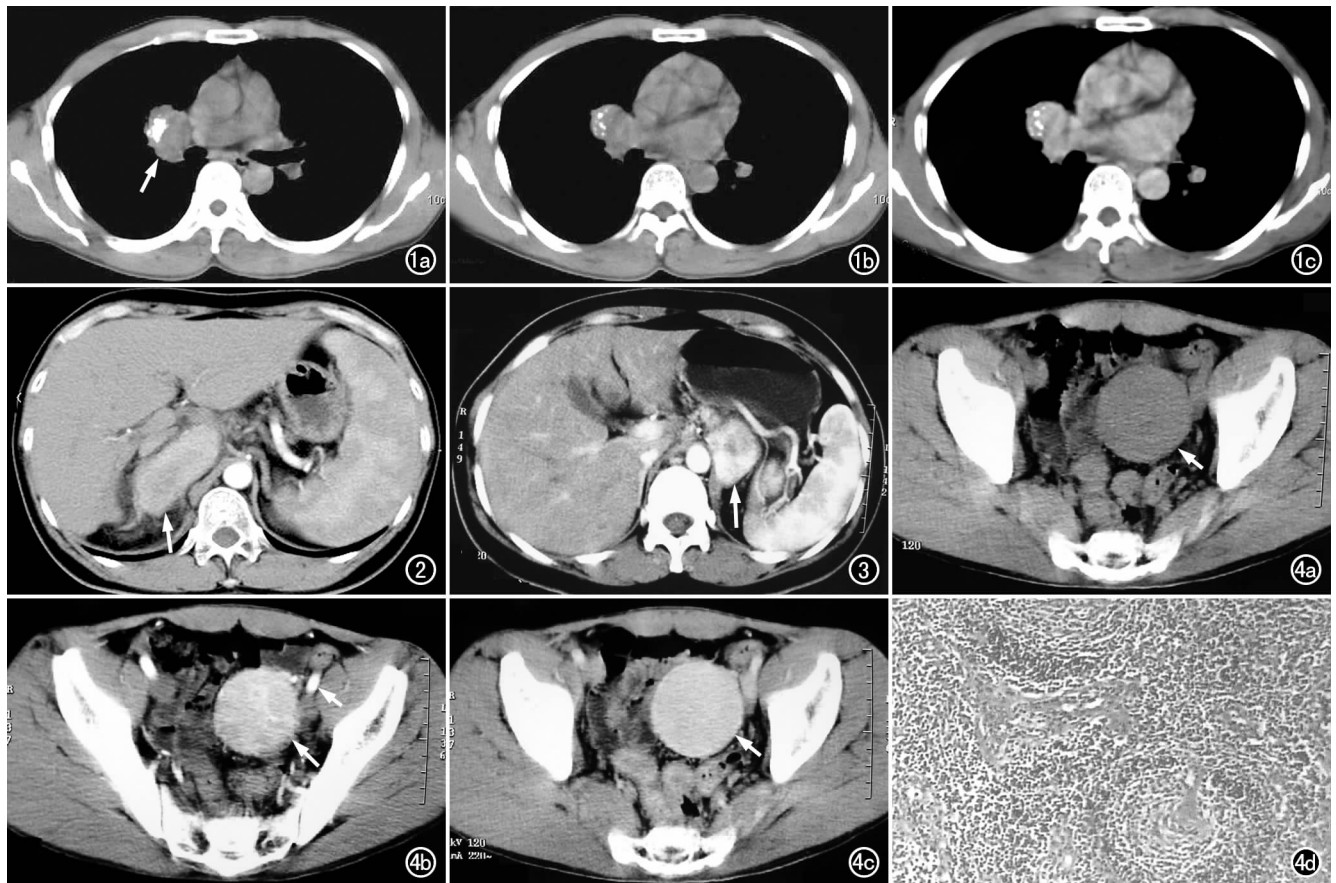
右肺门透明血管型 Castleman 病。a) CT 平扫示右侧肺门类圆形软组织肿块(箭),边缘光整,内见分枝状钙化,无明显坏死; b) 稍下层面示右肺门肿块内多发点状钙化; c) CT 增强扫描动脉期示病灶明显均匀强化,密度与邻近血管相似。图 2 腹膜后 Castleman 病。CT 增强扫描动脉期示右肾上腺平面腔静脉后方有一椭圆形不均匀强化的软组织肿块(箭),其内可见低密度影,灶周脂肪组织密度增高。图 3 腹膜后 Castleman 病。CT 增强扫描动脉期示胰体后下方、腹主动脉左侧有一类圆形软组织肿块,呈星芒状明显不均匀强化(箭),边缘欠光整,局部有结节分叶状改变,左侧膈肌脚增厚。图 4 乙状结肠系膜透明血管型 Castleman 病。a) CT 平扫示盆腔内见一圆形软组织肿块(箭),边缘光整,密度均匀,无明显坏死; b) CT 增强扫描动脉期示病灶明显强化(长箭),左前方可见一粗大供血动脉(短箭),病灶内见扭曲血管影; c) CT 增强扫描实质期,示病灶进一步均匀强化(箭),与髂外动脉密度相近; d) 镜下示病灶内呈洋葱皮样结构,淋巴滤泡和大量小血管增生、玻璃样变($\times 40$, HE)。
